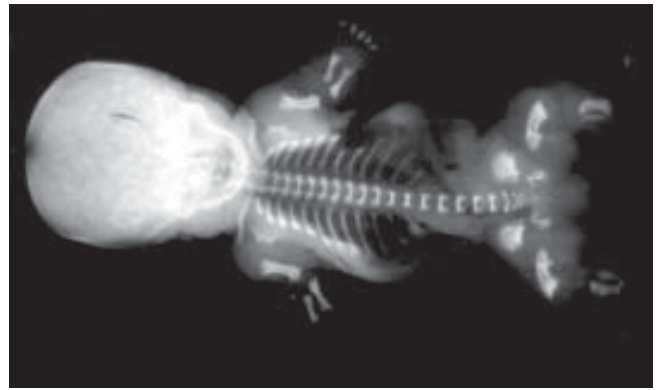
Гідроцефалія. Рентгенологічне дослідження
